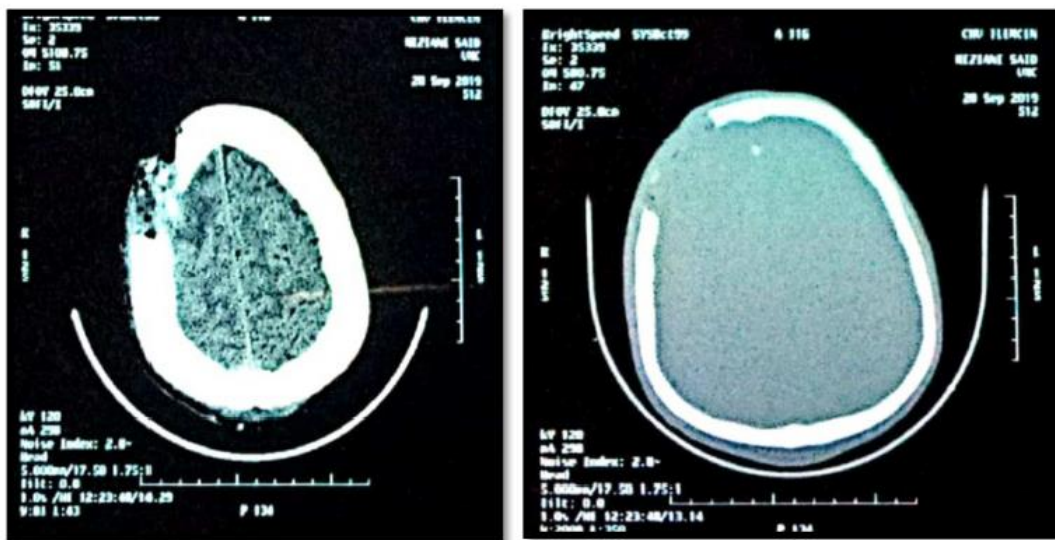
TDM cérébrale en coupe axiale en fenêtré osseuse (droite) et en fenêtré parenchymateuse (gauche) sans injection de produit de contraste montrant un HSDC unilatéral avec fracture de l'os fronto parietal droit.
